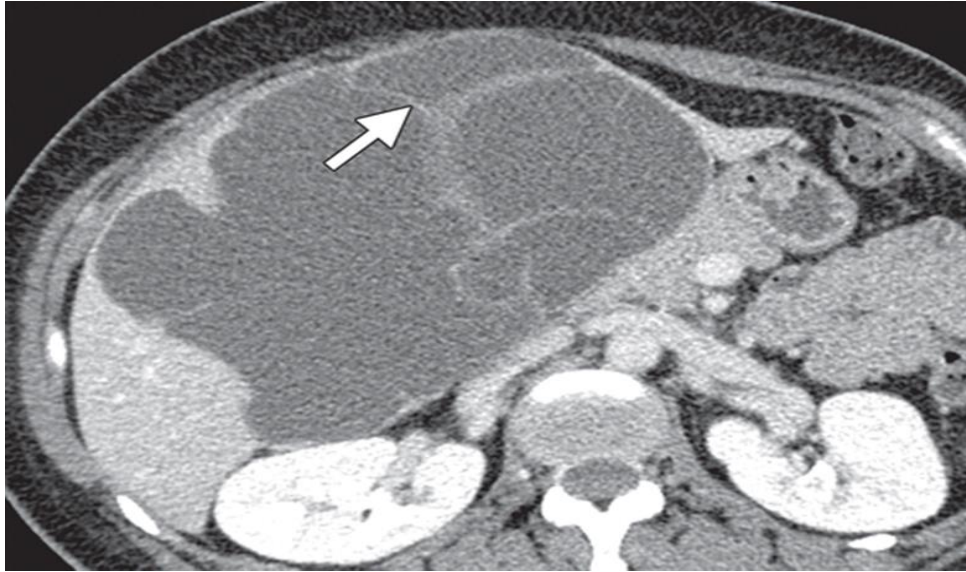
Image de TDM abdominale en coupe axiale avec injection du produit de contraste montrant une grande lésion kystique solitaire et multiloculaire avec des bords lisses bien circonscrits et des cloisons internes. La paroi et des cloisons sont rehaussées : On note qu'il est difficile de distinguer un cystadénome d'un cystadénocarcinome hépatique [47].
